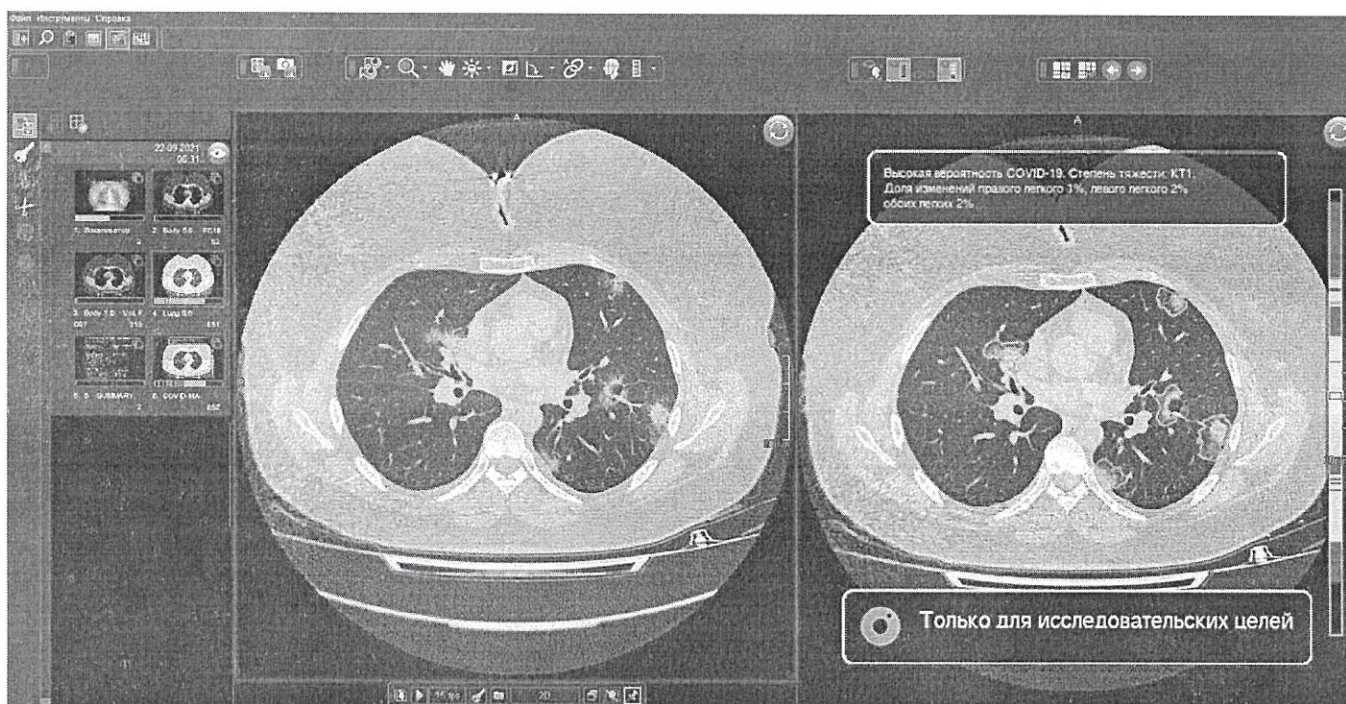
Пример КТ-исследования, включающего дополнительную КТ-серию, подготовленную ИИ-сервисом, в ЕРИС ЕМИАС. Слева оригинальное исследование КТ органов грудной клетки, справа – КТ-серия, подготовленная ИИ-сервисом.
